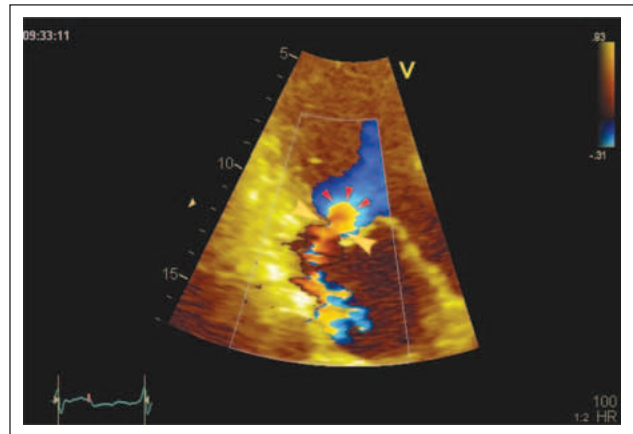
Farbdoppler der Mitralsuffizienz im apikalen Längsschnitt (Zoom-Modus). Die Null-Linie wurde zur Darstellung der PISA nach unten verschoben. Es lassen sich eine große Konvergenzzone (rote Pfeile) und eine weite Vena contracta (gelbe Pfeile) darstellen. Der Jet ist extrem exzentrisch nach posterolateral gerichtet.
